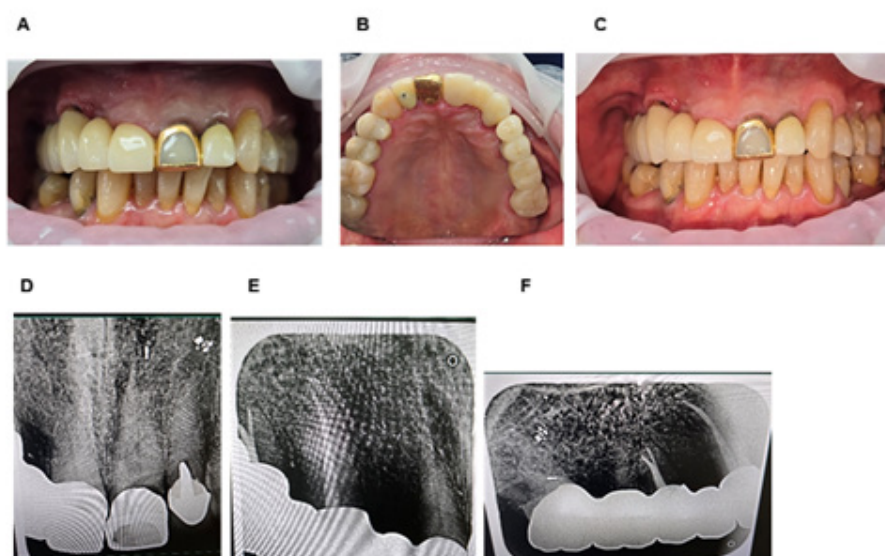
Cementación final de prótesis fija parcial de zirconia monolítica y radiografías de control post-cementación.
